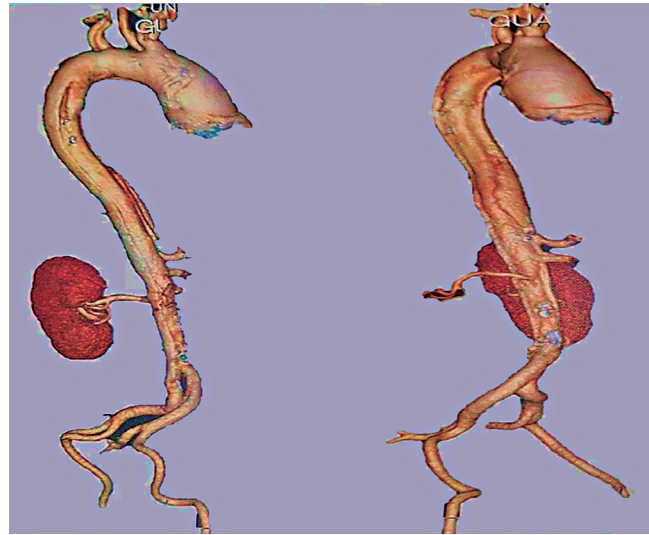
Angiotomografía toracoabdominal.
